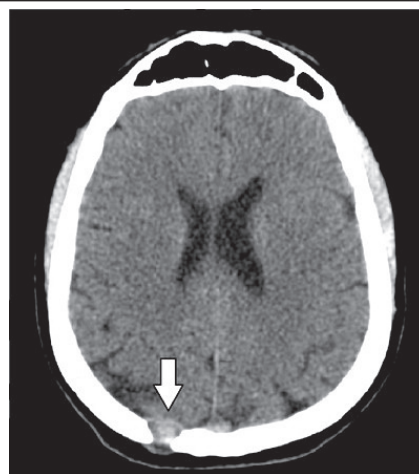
TC sem contraste no corte axial demonstrando lesão com atenuação de partes moles tocando a dura-máter (seta branca)
